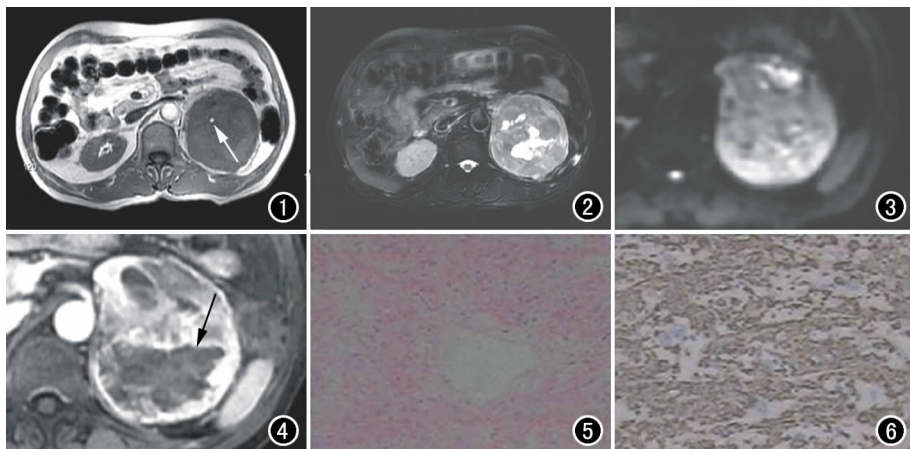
T₁WI 示病变呈低信号,其内可见小圆形高信号影(箭)。图 2 T₂WI 示病变信号不均,以稍高信号为主。图 3 DWI 示病变扩散受限。图 4 MRI 增强扫描静脉期示病灶明显不均匀强化,其内可见片状无强化区(箭)。图 5 镜下示肿瘤细胞呈梭形,部分区域可见出血坏死(×20,HE)。图 6 DAB 染色示 SMA(+).
